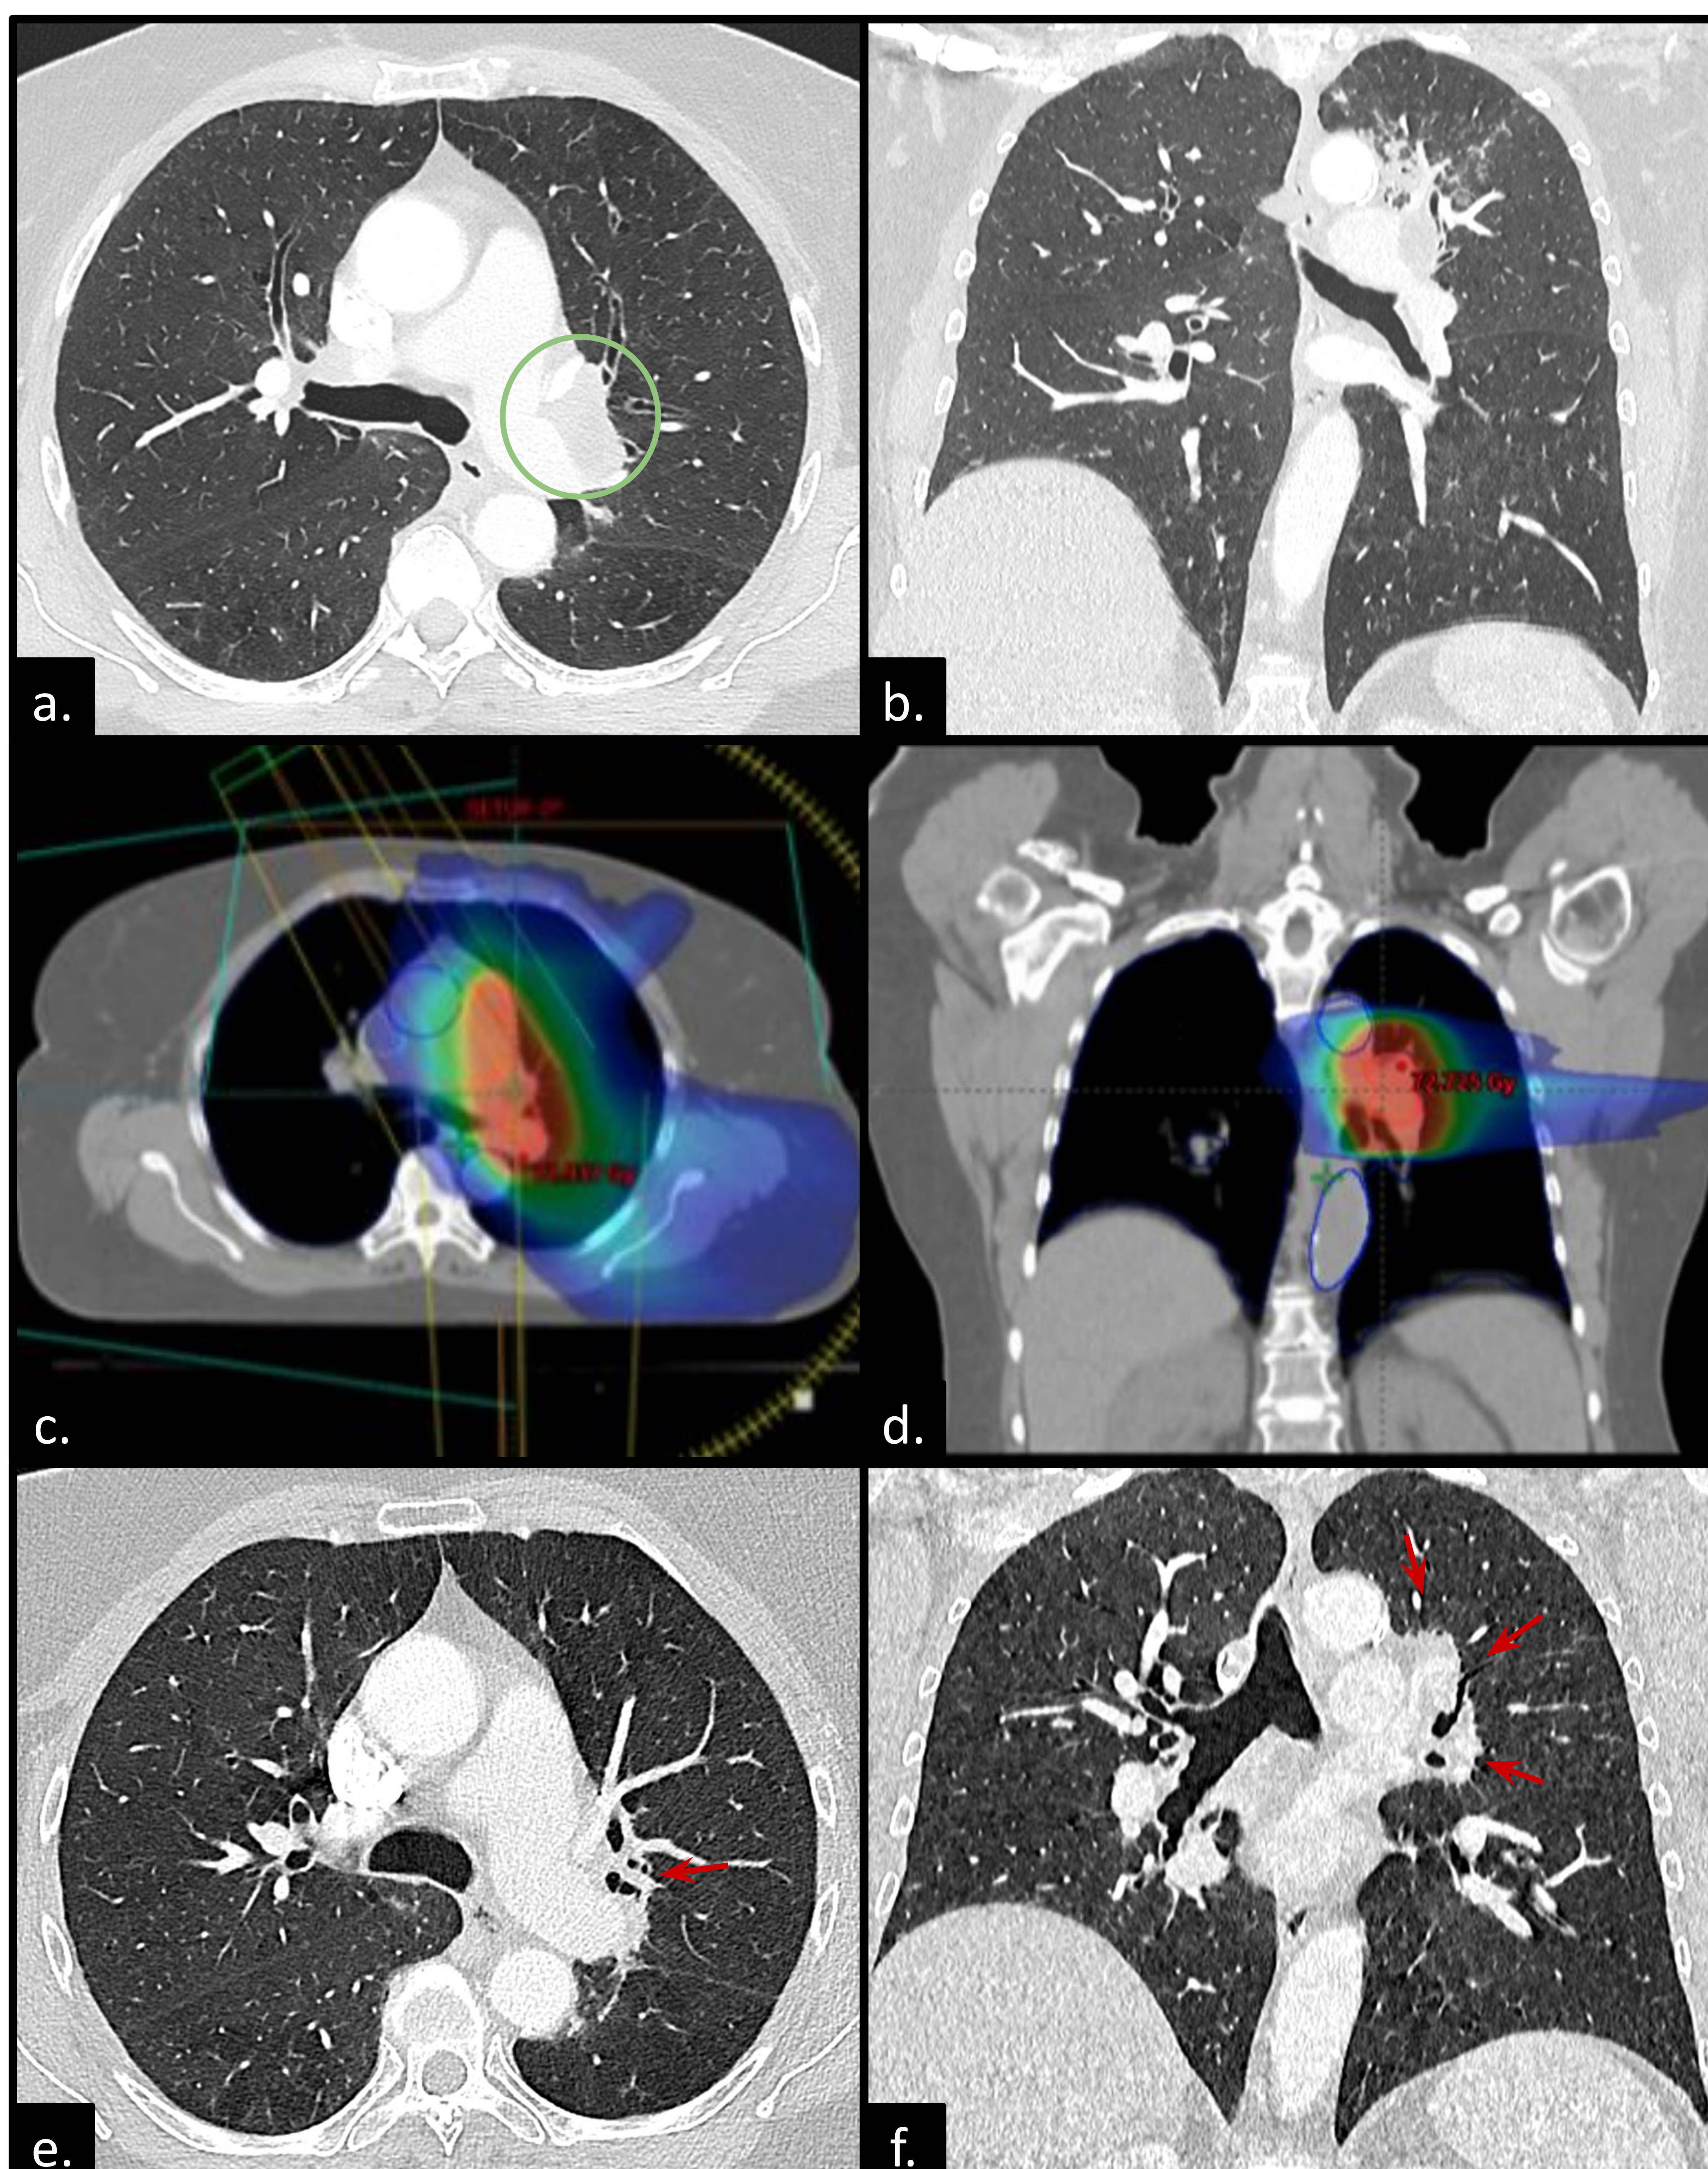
Mujer de 61 años, con carcinoma escamoso de pulmón en lóbulo superior izquierdo T4N2M0. TC con contraste imagen axial (a) y reconstrucción coronal (b) en ventana de pulmón, que muestra lesión sólida parahiliar superior izquierda (círculo verde), adyacente a estructuras broncovasculares centrales, compatible la neoplasia primaria pulmonar. Imagen de TC en ventana de partes blandas axial (c) y coronal (d) reconstruida dosimétricamente que muestra la lesión primaria tratada con radioterapia; se administró una dosis total de radiación de 70 Gy en 35 fracciones. TC a los 15 meses finalizada la radioterapia, en ventana de pulmón corte axial (e) y reconstrucción coronal (f) donde se observa modificación del patrón convencional (flecha roja) coincidiendo con área de radioterapia, de bordes bien definidos.
